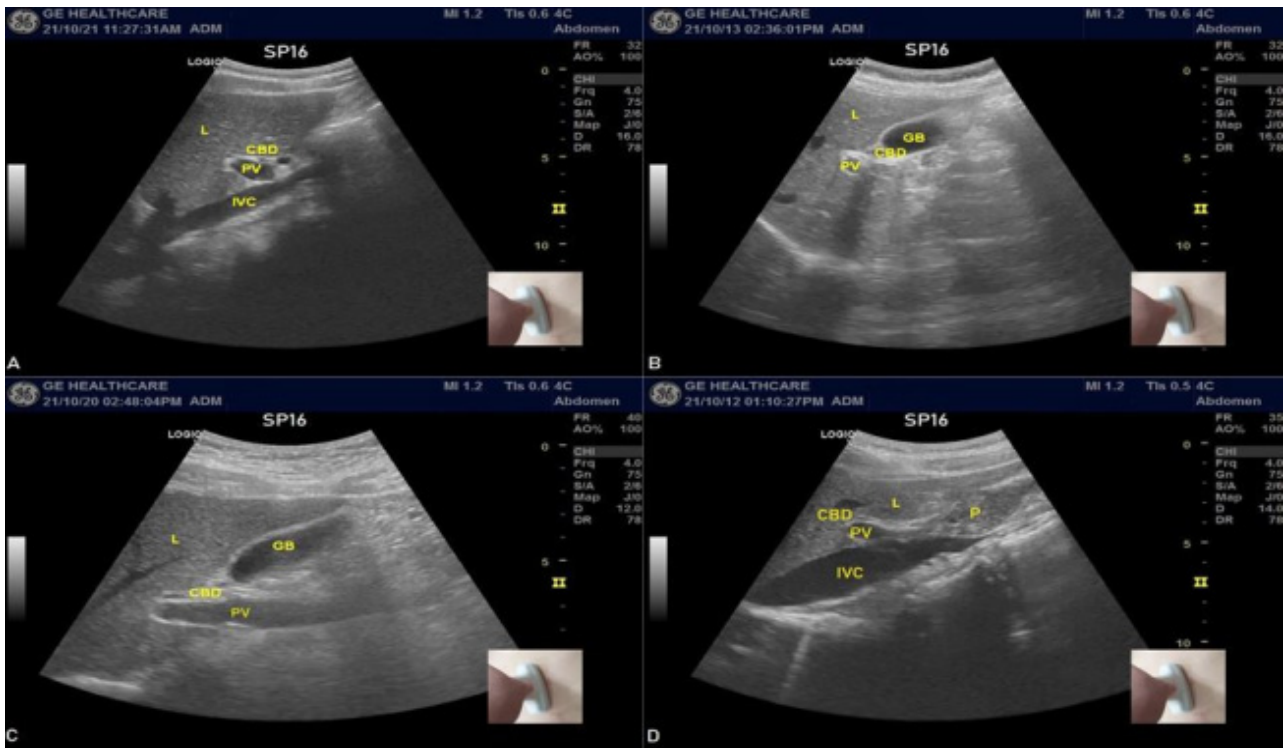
Ultrasound images of the common bile duct. L: liver, CBD: common bile duct, PV: portal vein, IVC: inferior vena cava, GB: gall bladder, P: pancreas.
